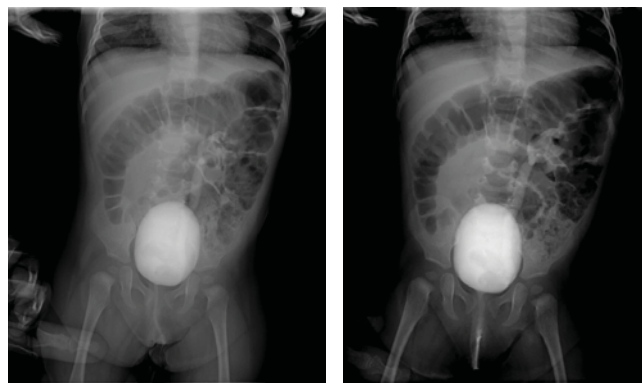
Серія рентгенівських знімків (мікційна цистографія): рефлюкс високого ступеня в нижній сегмент лівої подвоєної нирки (15.11.2022)
